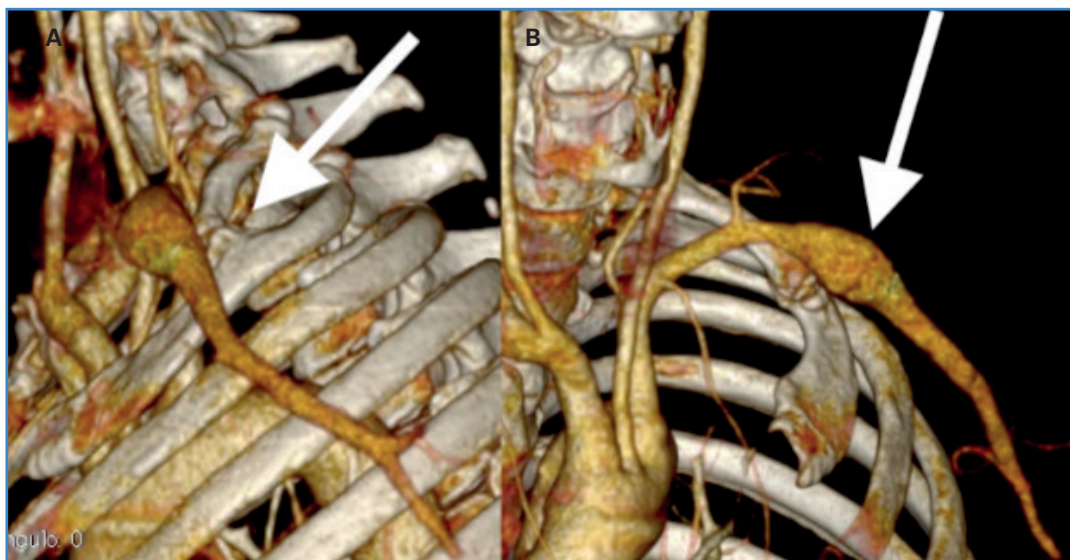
El angio TAC reveló una anomalía de la primera costilla que se implantaba sobre la segunda costilla (A), punto en el que entraba en contacto con la arteria subclavia izquierda, lo que ocasionaba un aneurisma posestenótico (B).
